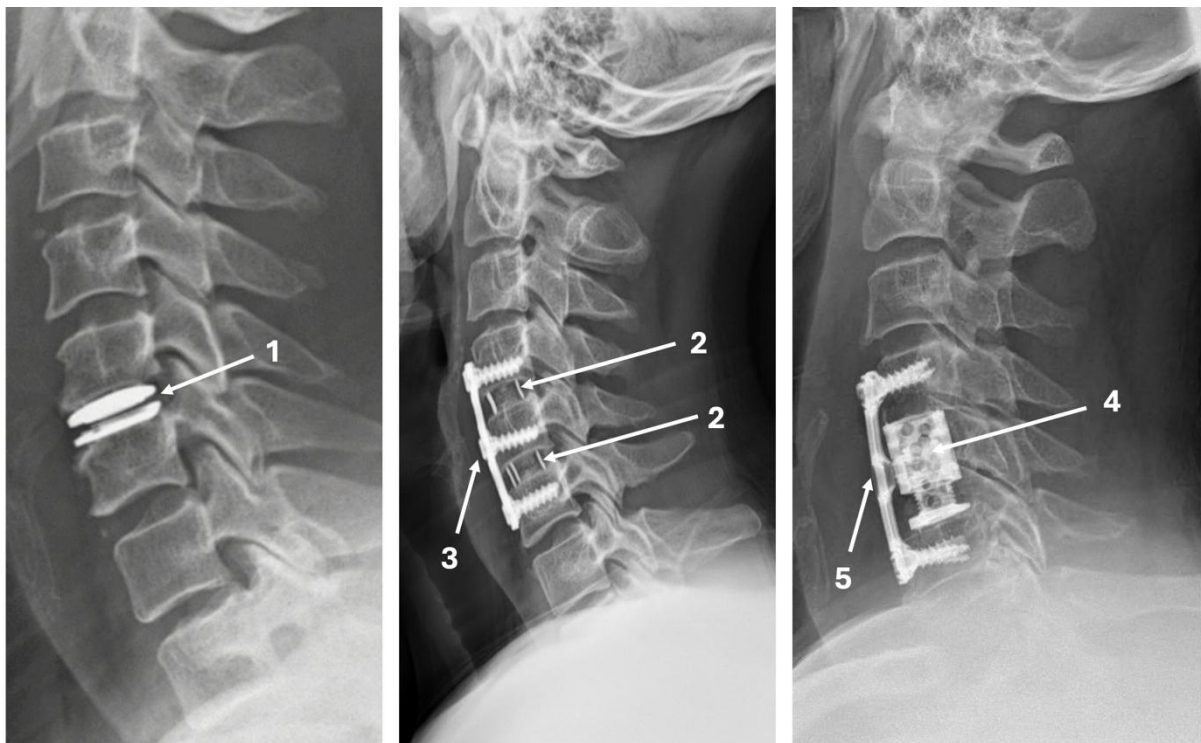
Röntgenaufnahmen der Halswirbelsäule nach ventraler Versorgung. Links abgebildet ist eine Bandscheibenprothese (1) im Segment HW5/6. Die Prothese soll eine gewisse Beweglichkeit im Segment wahren. Mittig dargestellt ist eine Fusion der Segmente HW4/5 und HW5/6 mittels Cages (2) in den ausgeräumten Bandscheibenfächern. Zusätzlich erfolgte eine ventrale Verplattung (3). Im Gegensatz zur Prothesenversorgung ist hier keine Bewegung in den operierten Segmenten mehr möglich. Rechts abgebildet ist ein Wirbelkörperersatz (4). Hierbei wurden der Wirbelkörper HW5 sowie die angrenzenden Bandscheiben komplett entfernt. Zur zusätzlichen Stabilisierung erfolgte eine Verplattung von HW4 auf HW6 (5).
